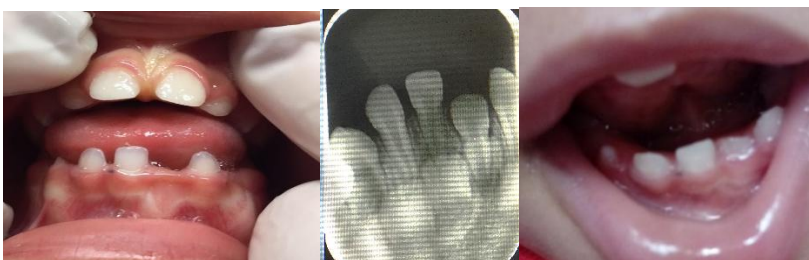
a) Paciente 20 meses sem erupção do elemento 71 e erupção de molares decíduos iniciada; b) Radiografia identificando o elemento intraósseo c) Ulotomia para erupção do elemento não erupcionado; d) Erupção do elemento 71 visualizada na consulta de retorno.
